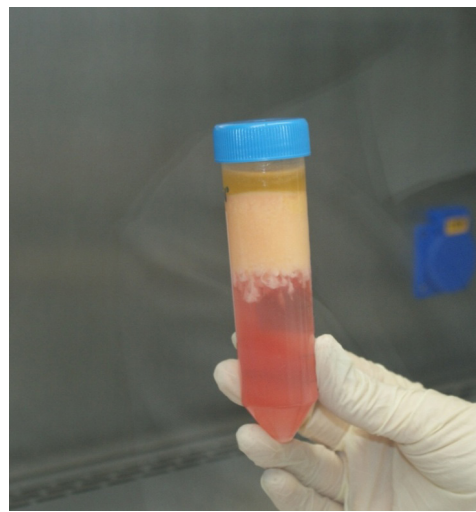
ASPECTO DO MATERIAL APÓS CENTRIFUGAÇÃO DO TUBO DE ENSAIO. CAMADA DE ÓLEO NA PARTE SUPERIOR DO TUBO DE ENSAIO, TECIDO ADIPOSEO NA SEGUNDA CAMADA, LÍQUIDO ADICIONADO AO LIPOASPIRADO NA TERCEIRA CAMADA E, NA QUARTA CAMADA, CORRESPONDENTE À MAIS INFERIOR DO TUBO DE ENSAIO, MATERIAL PRECIPITADO MAIS CLARO CONTENDO CÉLULAS DESPRENDIDAS DE TODA A SOLUÇÃO.
